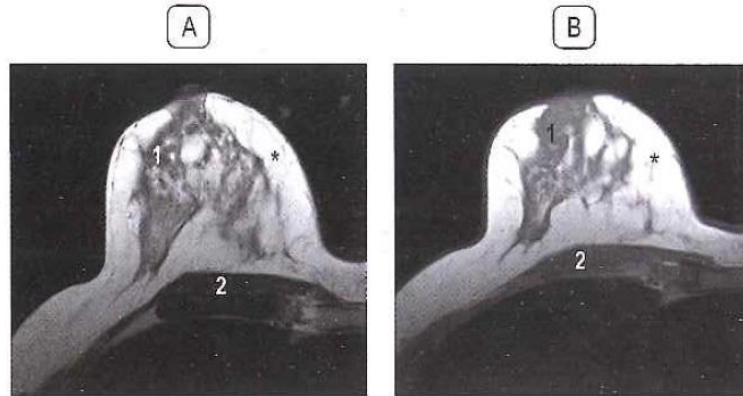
Resonancia Magnética de mama con tejido mamario normal
